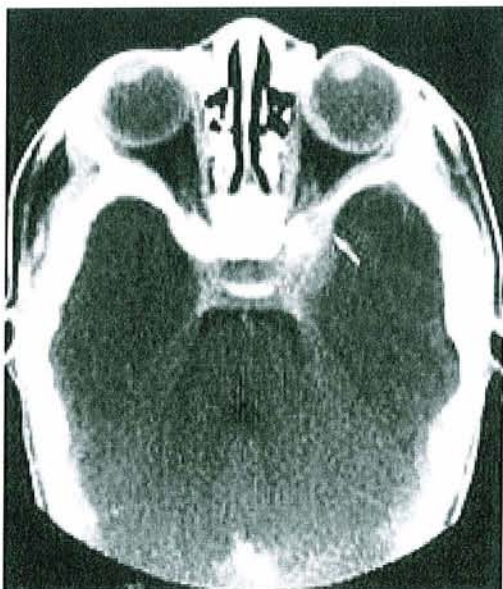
TDM + injection chez sujet NF1 à l'âge de 4 semaines ; ailes du sphénoïde, selle turcique et ethmoïde symétriques. La flèche objective l'élargissement minime de la fissure supra-orbitaire. (in « Absence of the greater sphenoid wing in neurofibromatosis type I: congenital or acquired: case report. » Mac Farlane et al. Neurosurgery 1995).
